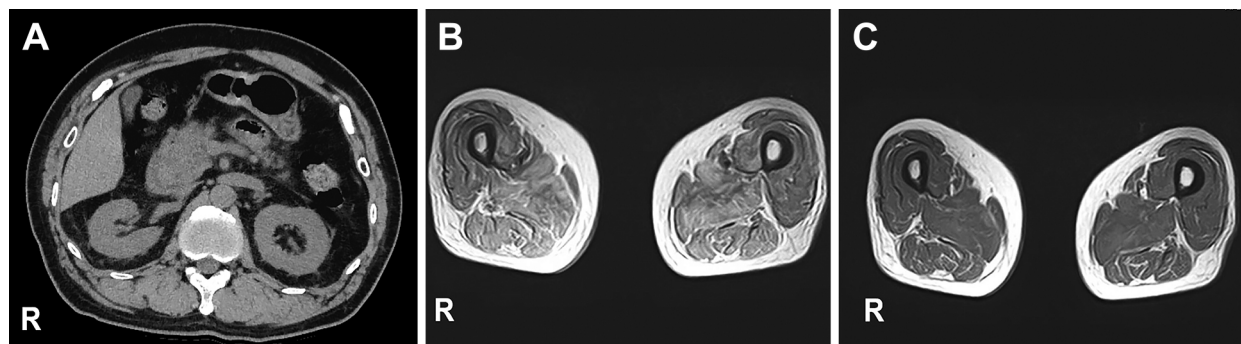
CT and MRI findings.
